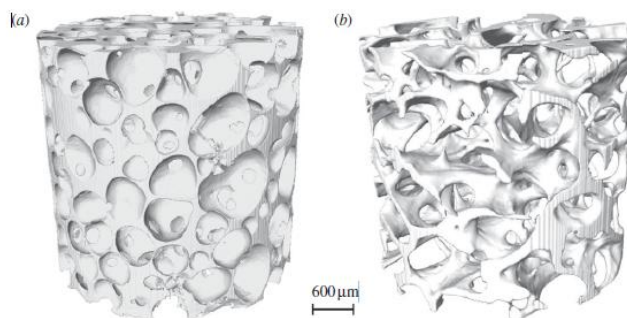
Imagens de microtomografia de raio-X de (a) *scaffold* de vidro bioativo produzido por Sol-Gel e (b) osso trabecular do fêmur humano. Retirado de [15].
